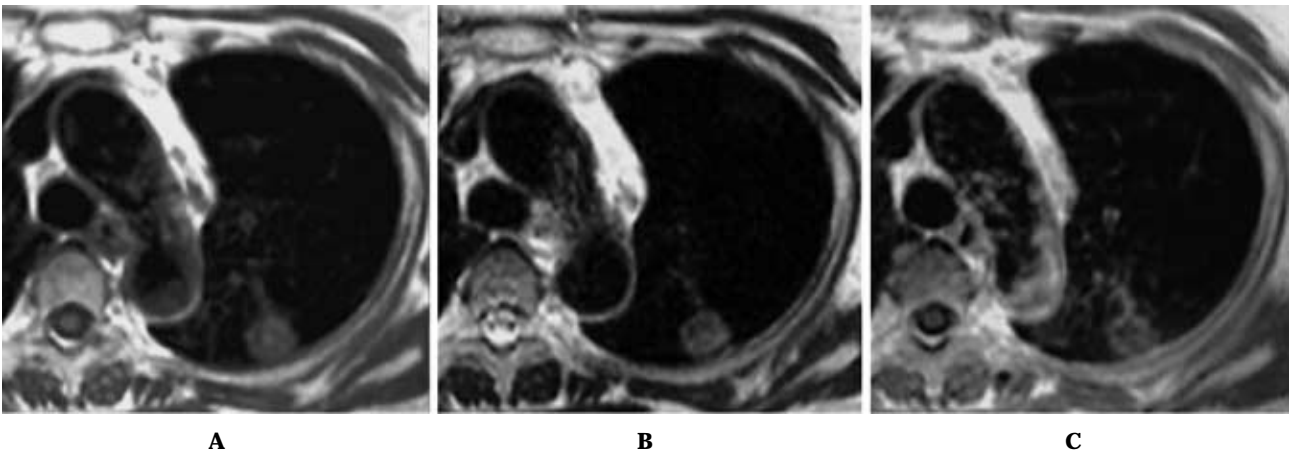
67-year-old female with tuberculoma in the left upper lobe. A. On T1-weighted image, tumor shows low signal intensity. B. On T2-weighted image, tumor demonstrates low-intermediate signal intensity. C. On contrast-enhanced T1-weighted image, tumor shows ring enhancement. (Ohno Y, Sugimura K, Hatabu H. MR imaging of lung cancer. *Eur J Radiol.* 2002;44:172-181 より許可を得て転載)
